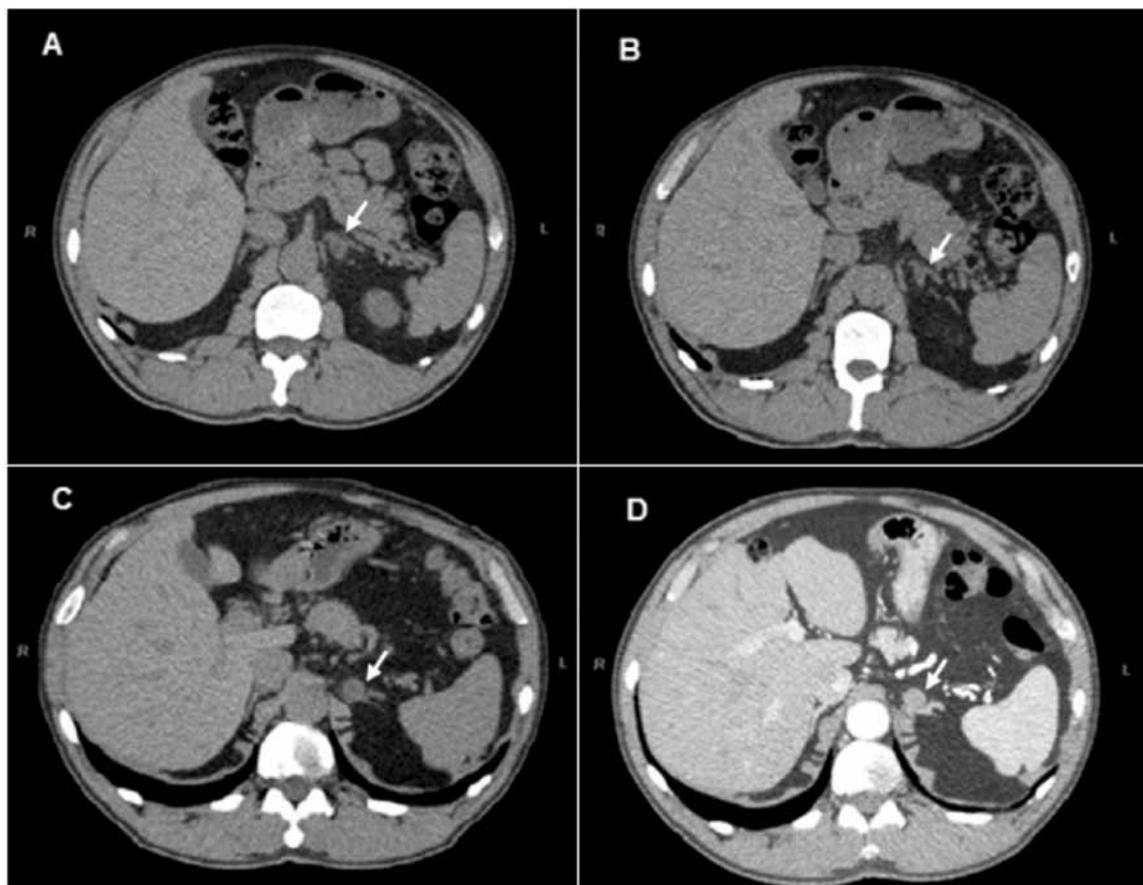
A e B: tomografias de abdome realizadas em 2006 com destaque para a glândula suprarrenal esquerda aumentada às custas de dois nódulos medindo 1,8 x 1,6 cm e 1,1 x 1 cm. C e D: tomografias de abdome realizadas durante o acompanhamento do paciente em 2007 e 2009 respectivamente, evidenciando discreto crescimento dos nódulos sem repercussão clinicamente.
